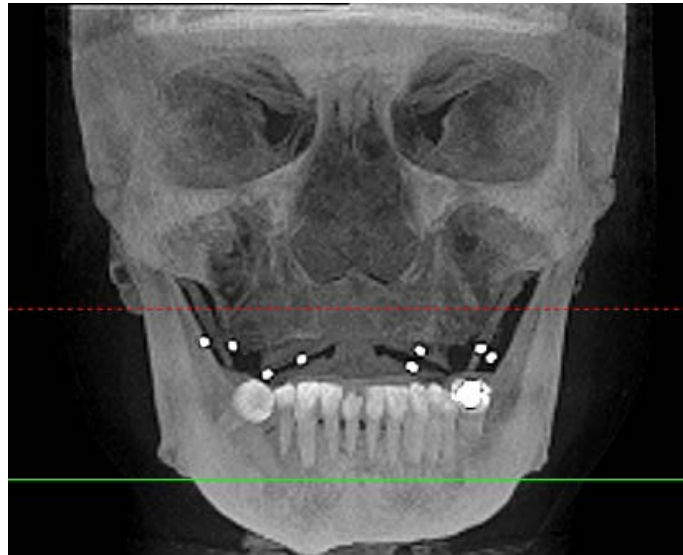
Imagen de TC de haz cónico de la paciente de la biopsia 6 con férula radiológica baritada.
